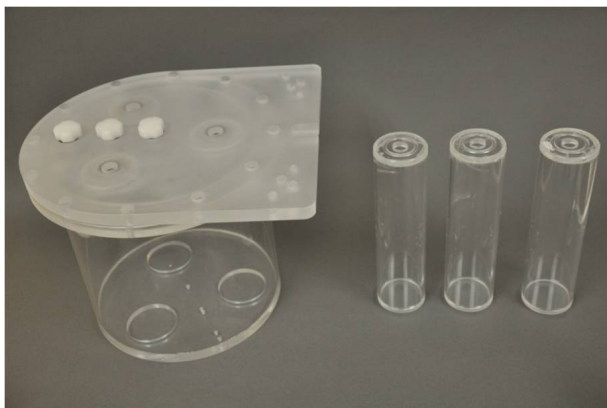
NEMA NU2-1994 PET phantom
